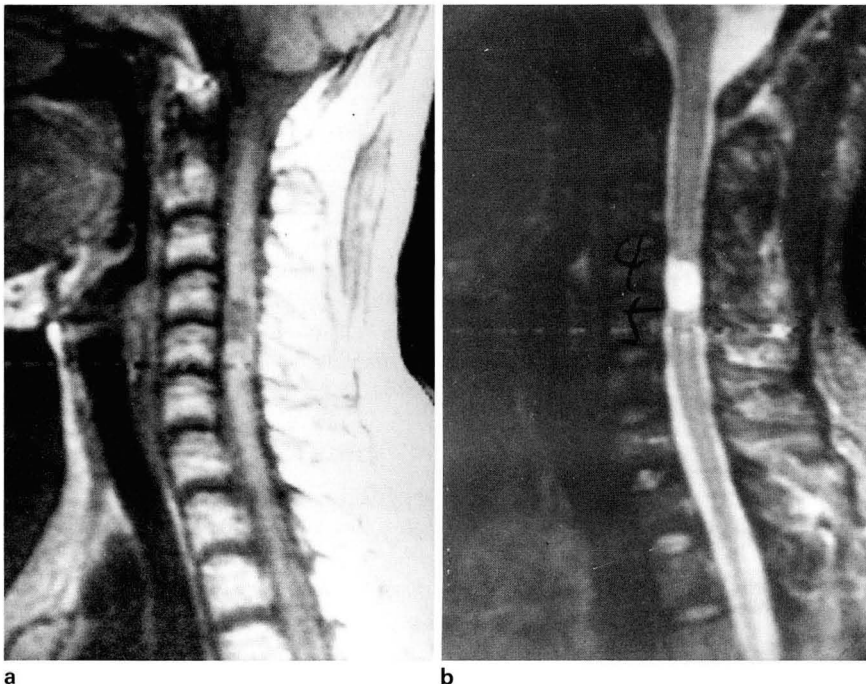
Sagittal images of MRI shows a mass at the C4 and C5 level. In T1WI (500/30)(a), the signal of mass is isodense relative to CSF. In T2WI(2500/80)(b), the signal is the same with CSF.
